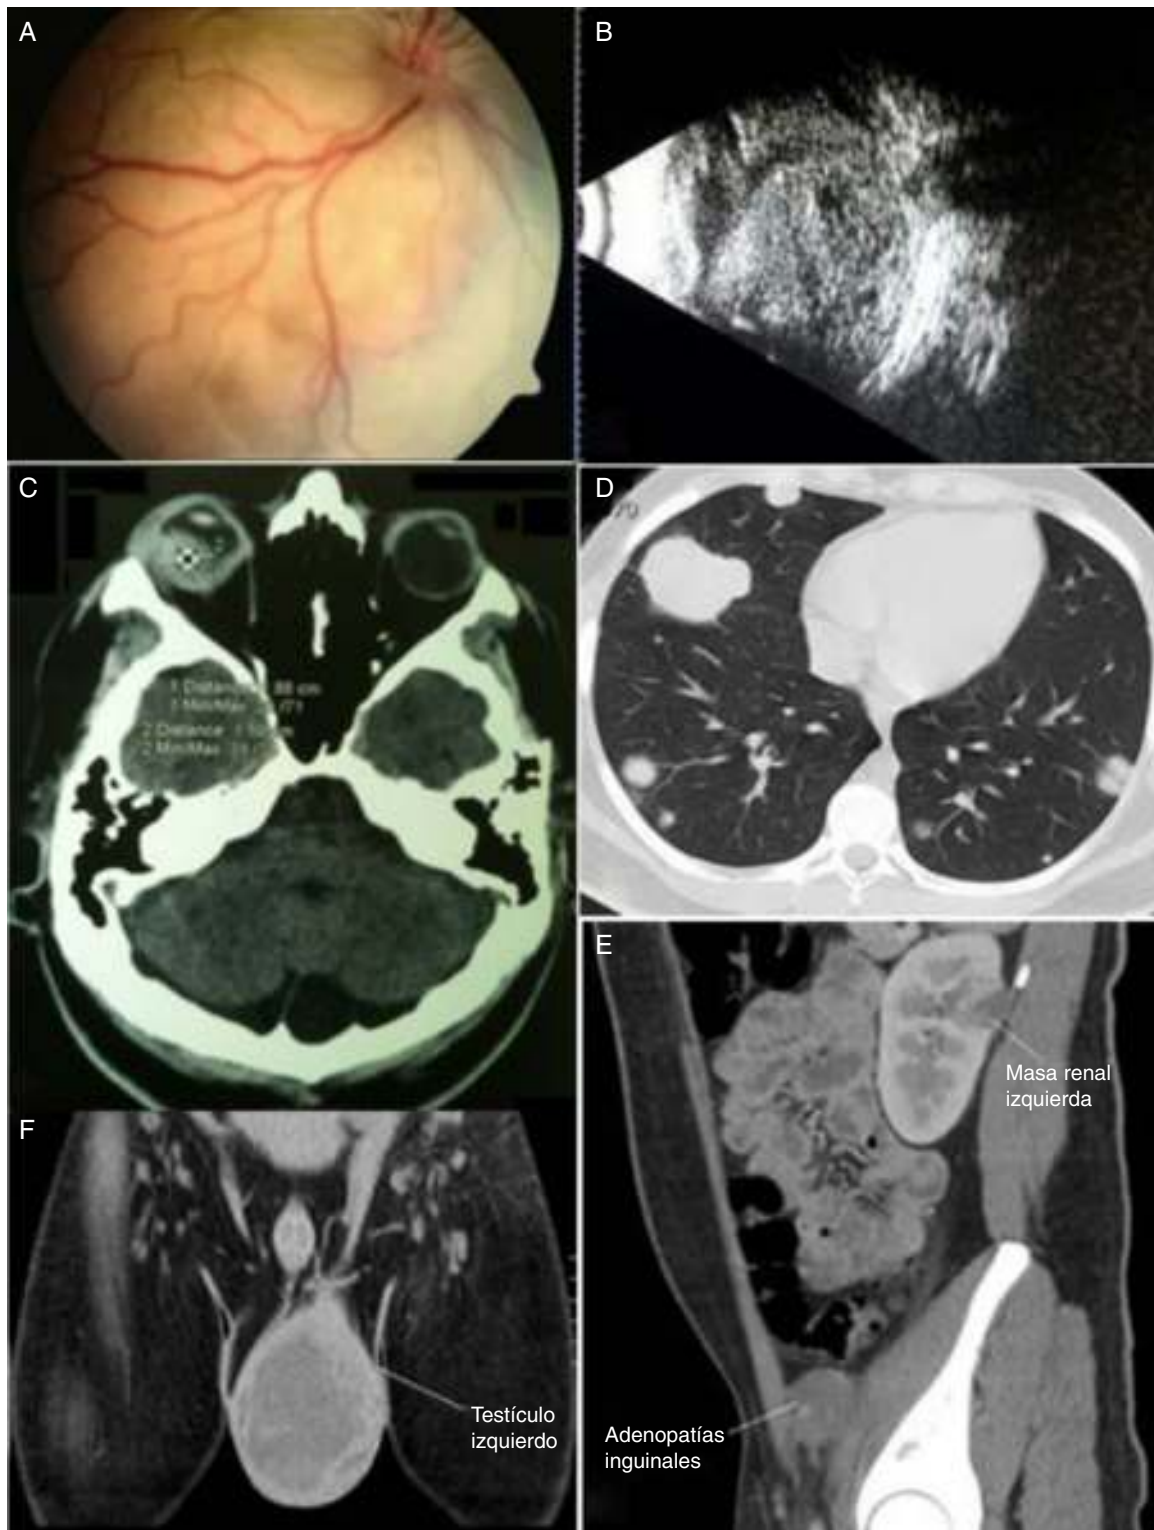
1A: Fondo de ojo derecho; se observa desprendimiento de retina seroso, temporal inferior, con inclusión del área macular. 1B: Ultrasonido modo B de ojo derecho: masa en domo en cavidad vítrea dependiente de coroides, sólida, bordes irregulares, 17.11×13.25 mm de diámetro en cuadrante temporal inferior, de mediana-alta reflectividad. 1C: Tomografía de cráneo y órbitas; se observa imagen redonda, en polo posterior de ojo derecho. Parénquima cerebral sin alteraciones. 1D: Tomografía de tórax con metástasis múltiples en ambos pulmones. 1E: TC abdomino-pélvica: corteza renal izquierda con lesión ocupante de espacio de 23 mm y en región inguinal izquierda adenopatía 52×44 mm. 1F: TC pélvica: testículo izquierdo con aumento de volumen 76 mm.
